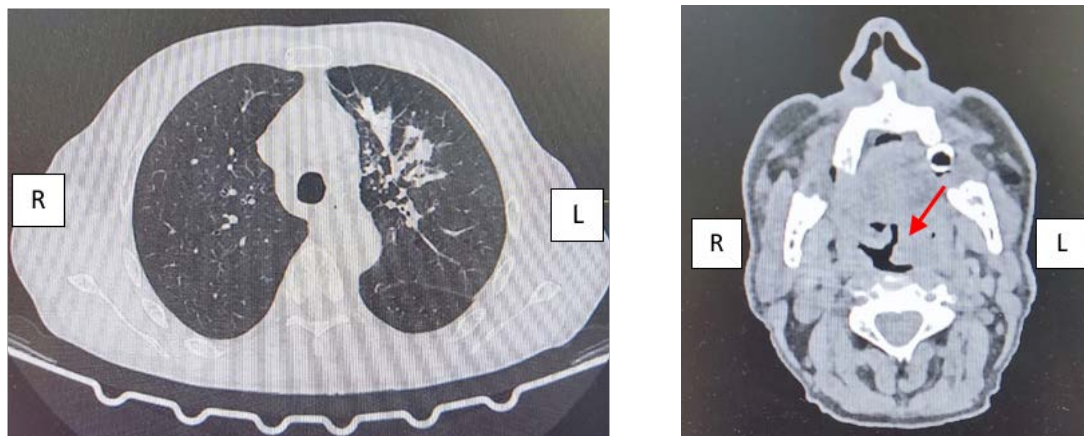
Компьютерная томография органов грудной клетки, шеи.
